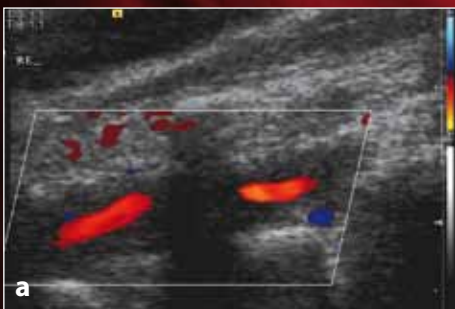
Riesenzellerarteriitis der A. vertebralis. 83-jähriger Patient mit Schwindel und Gleichgewichtsstörungen, keine Besserung durch Schrittmacher-Implantation (BSG 75mm/h, CRP 40 mg/l). Vaskulitis-Befund mit Halo-Zeichen an der A. vertebralis rechts (a), im Dopplerbefund indirekte Zeichen einer nachgeschalteten hochgradigen Stenose (b). Weitere Befunde: Halo-Zeichen an der A. subclavia beidseitig und A. temporalis superficialis beidseitig, Verschluss der A. vertebralis links
